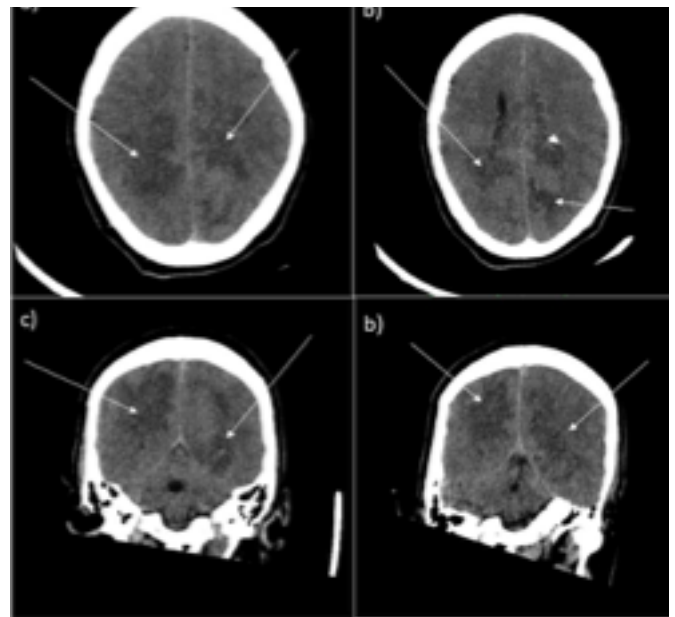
(a, b, c, d): Se evidencia en tomografía imágenes hipodensas en las regiones parietal y occipital de manera bilateral.
